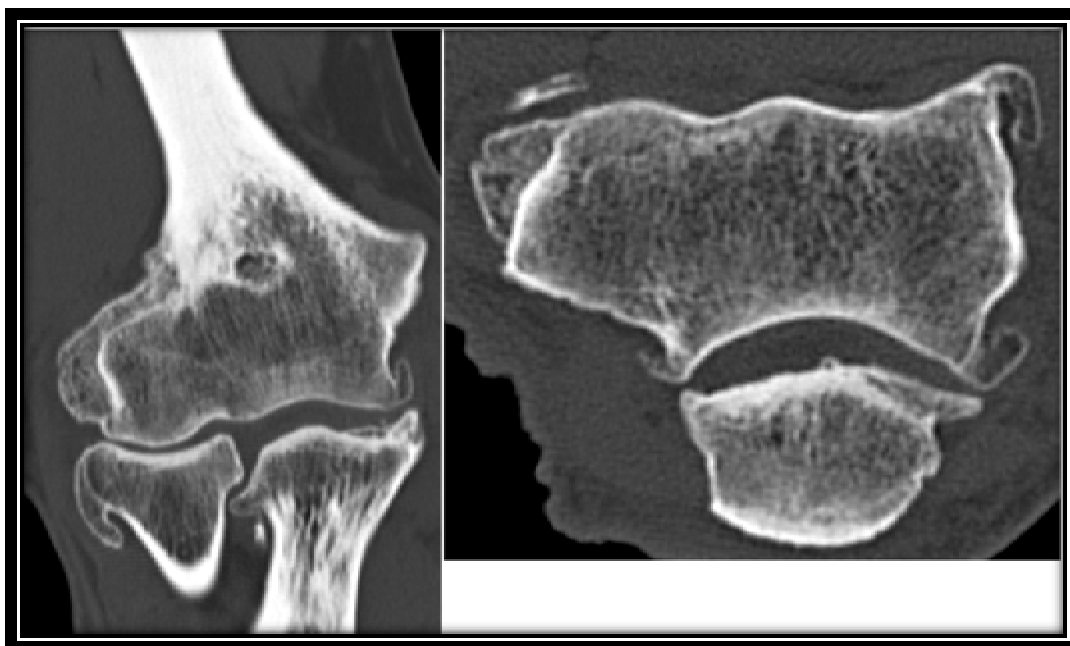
[4]:TDM en fenêtres osseuses Plan coronal et axial Ostéophytes huméraux, de la tête radiale et olécranien Pincement huméro-radial Condensation osseuse sous chondrale de la tête radiale
